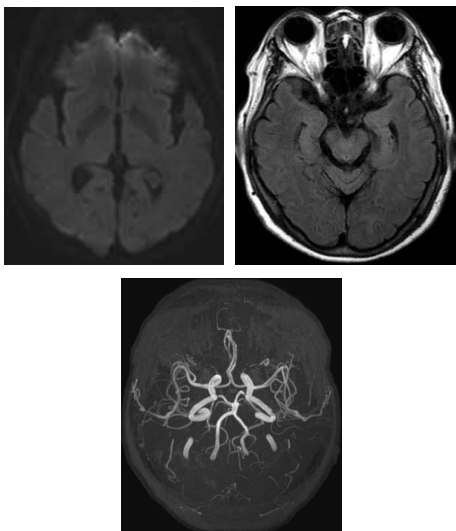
Brain MRI & MRA.
